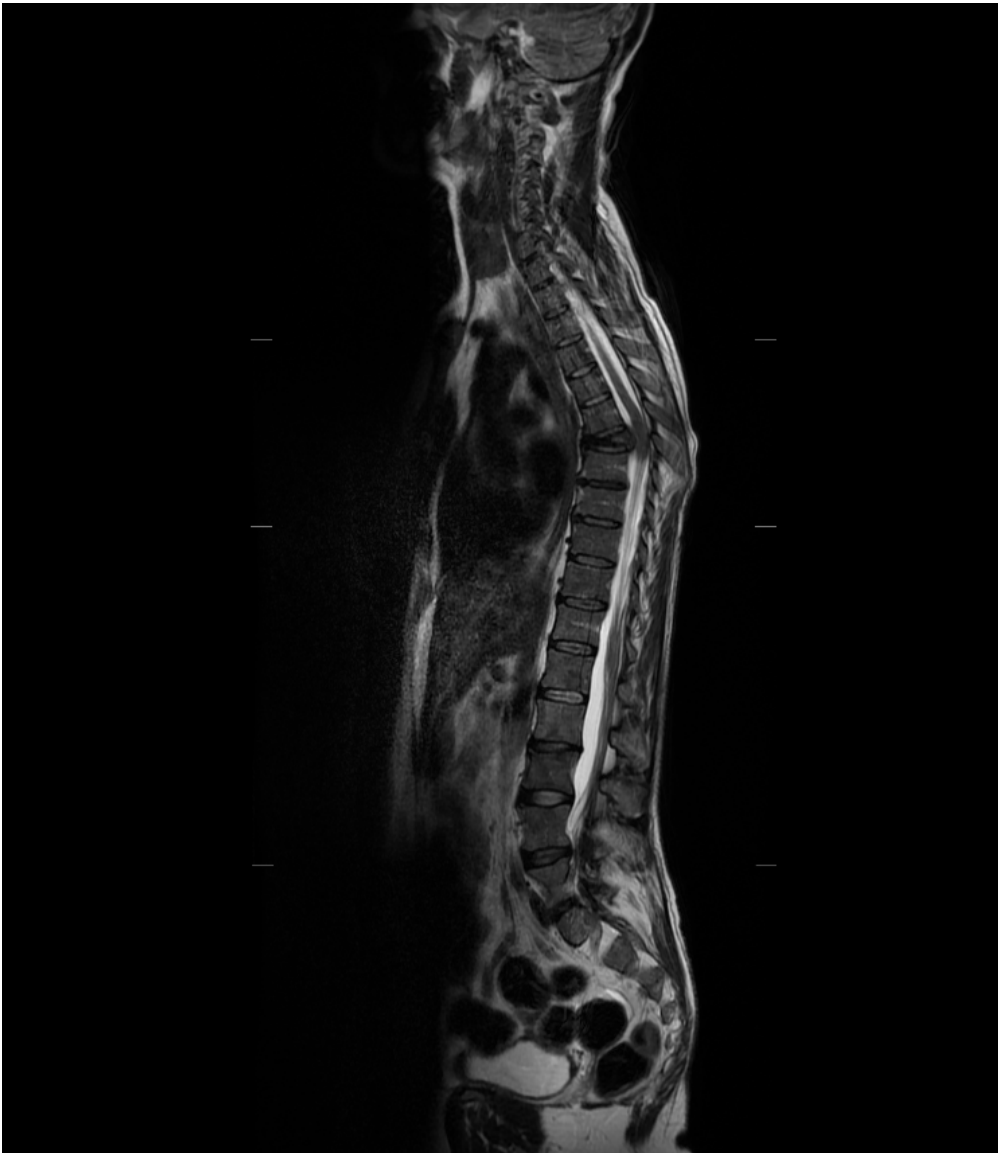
Imagen de RMN en corte sagital.
